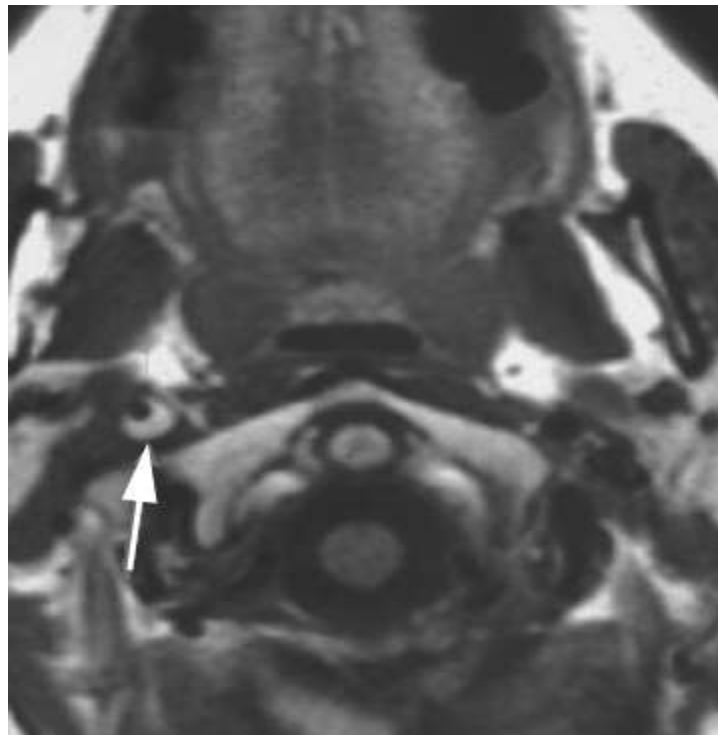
IRM axiale pondérée en T1 montrant une dissection de l'artère carotide interne droite sous la forme d'un hypersignal en forme de croissant (croissant hémorragique) au sein de la paroi de l'artère carotide interne.
